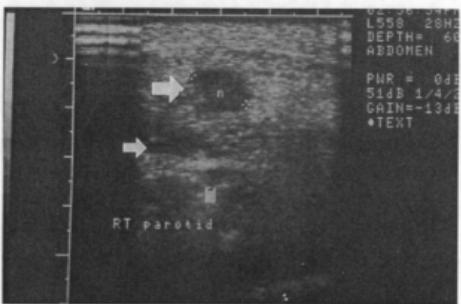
Ultrasonogram of right parotid gland shows two hypoechoic cystic foci, measuring about 25mm (large arrow) and 12mm sized lesions (small arrow).
